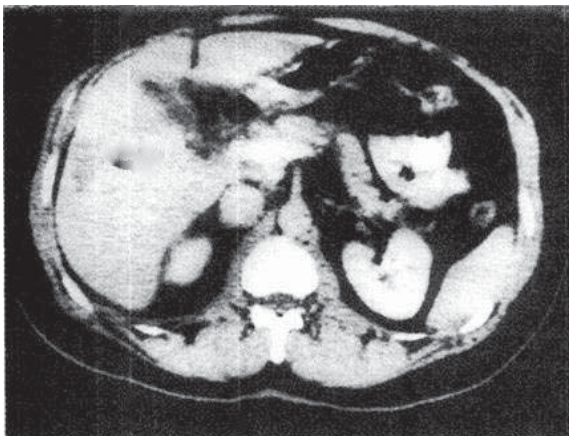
КТ. Цироз печінки, асцит (чорний).
